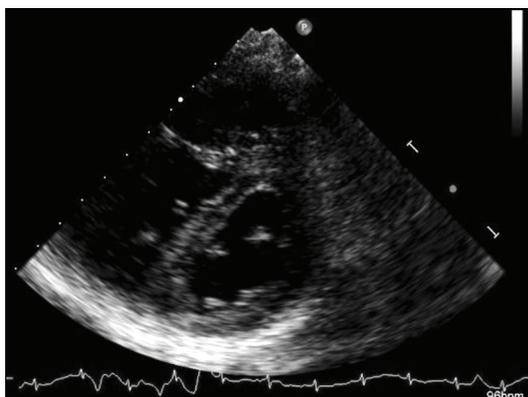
Transthoracic echocardiography shows D-shape left ventricular cavity.
